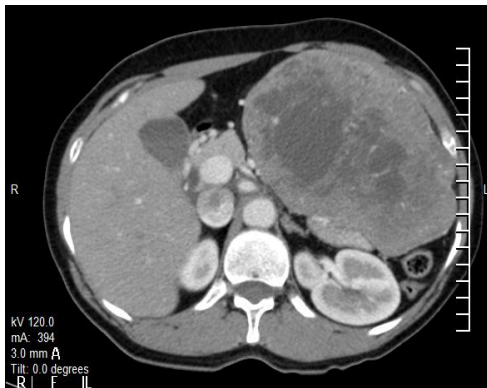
TAC mostrando gran tumoración con necrosis central.
